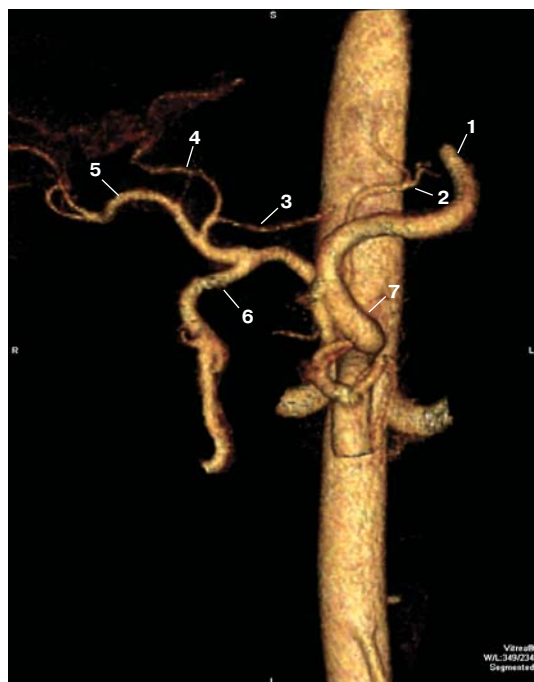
КТ-ангиограмма, 3D-реконструкция. Артерии печени. 1 – селезеночная артерия, 2 – ЛЖА, 3 – правая желудочная артерия, 4 – ЛПА, 5 – ППА, 6 – желудочно-двенадцатиперстная артерия, 7 – чревный ствол.
